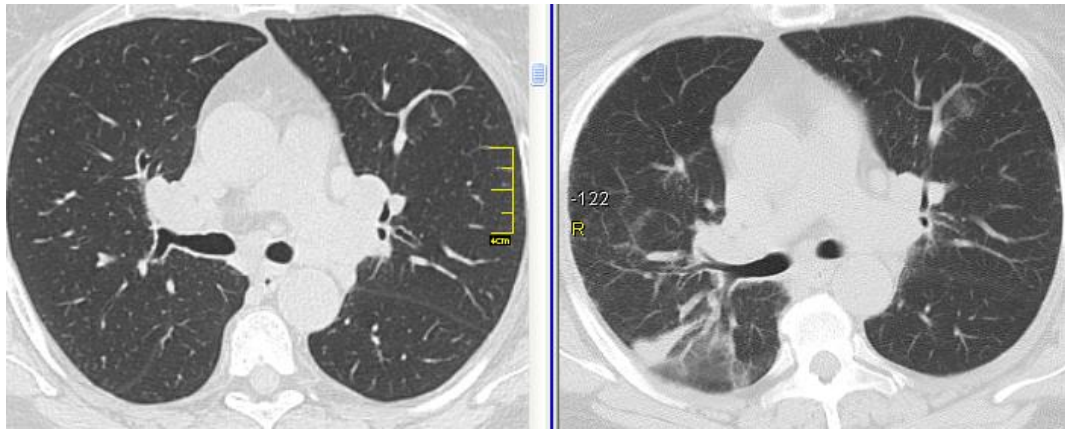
КТ хворої Ц.: (зліва – вихідні дані, справа – через 3 міс спостереження). Прогресування саркоїдозу: поява ділянок консолідації та «матового скла» в S₆ правої легені.
